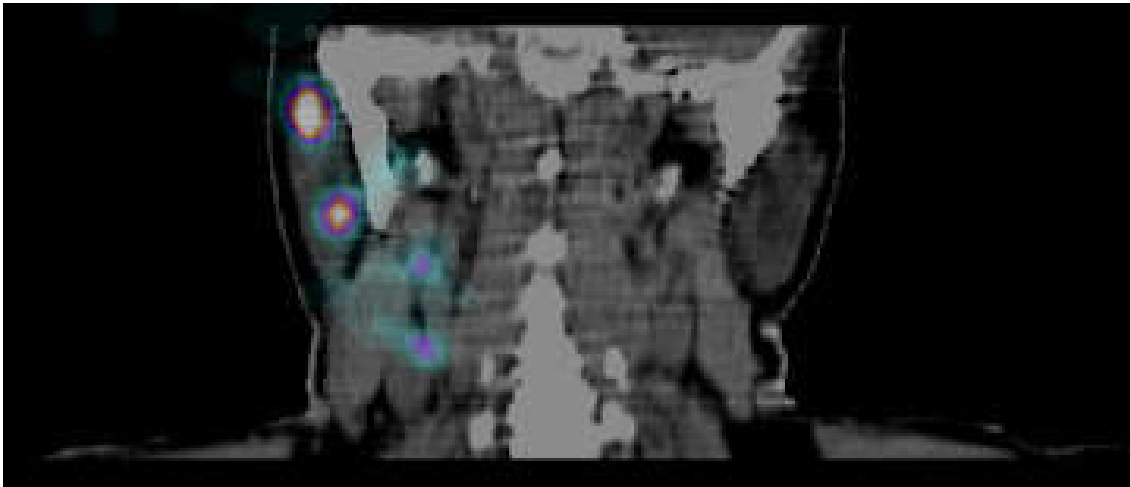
SPECT/CT snimka prsnog koša s vidljivim SN
